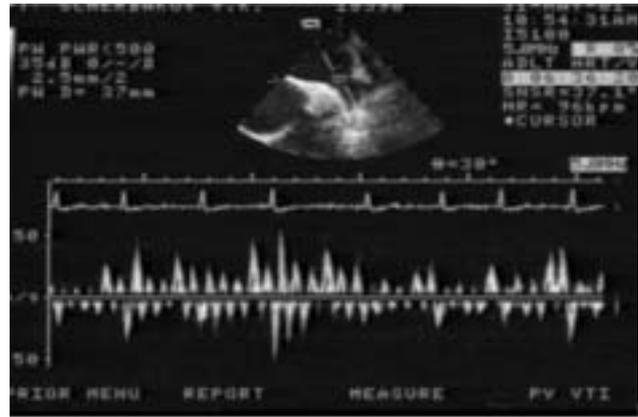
Чреспищеводная эхокардиография. Доплерограмма внутрисердечного тока крови у больного с первым типом внутрисердечного тока крови.
